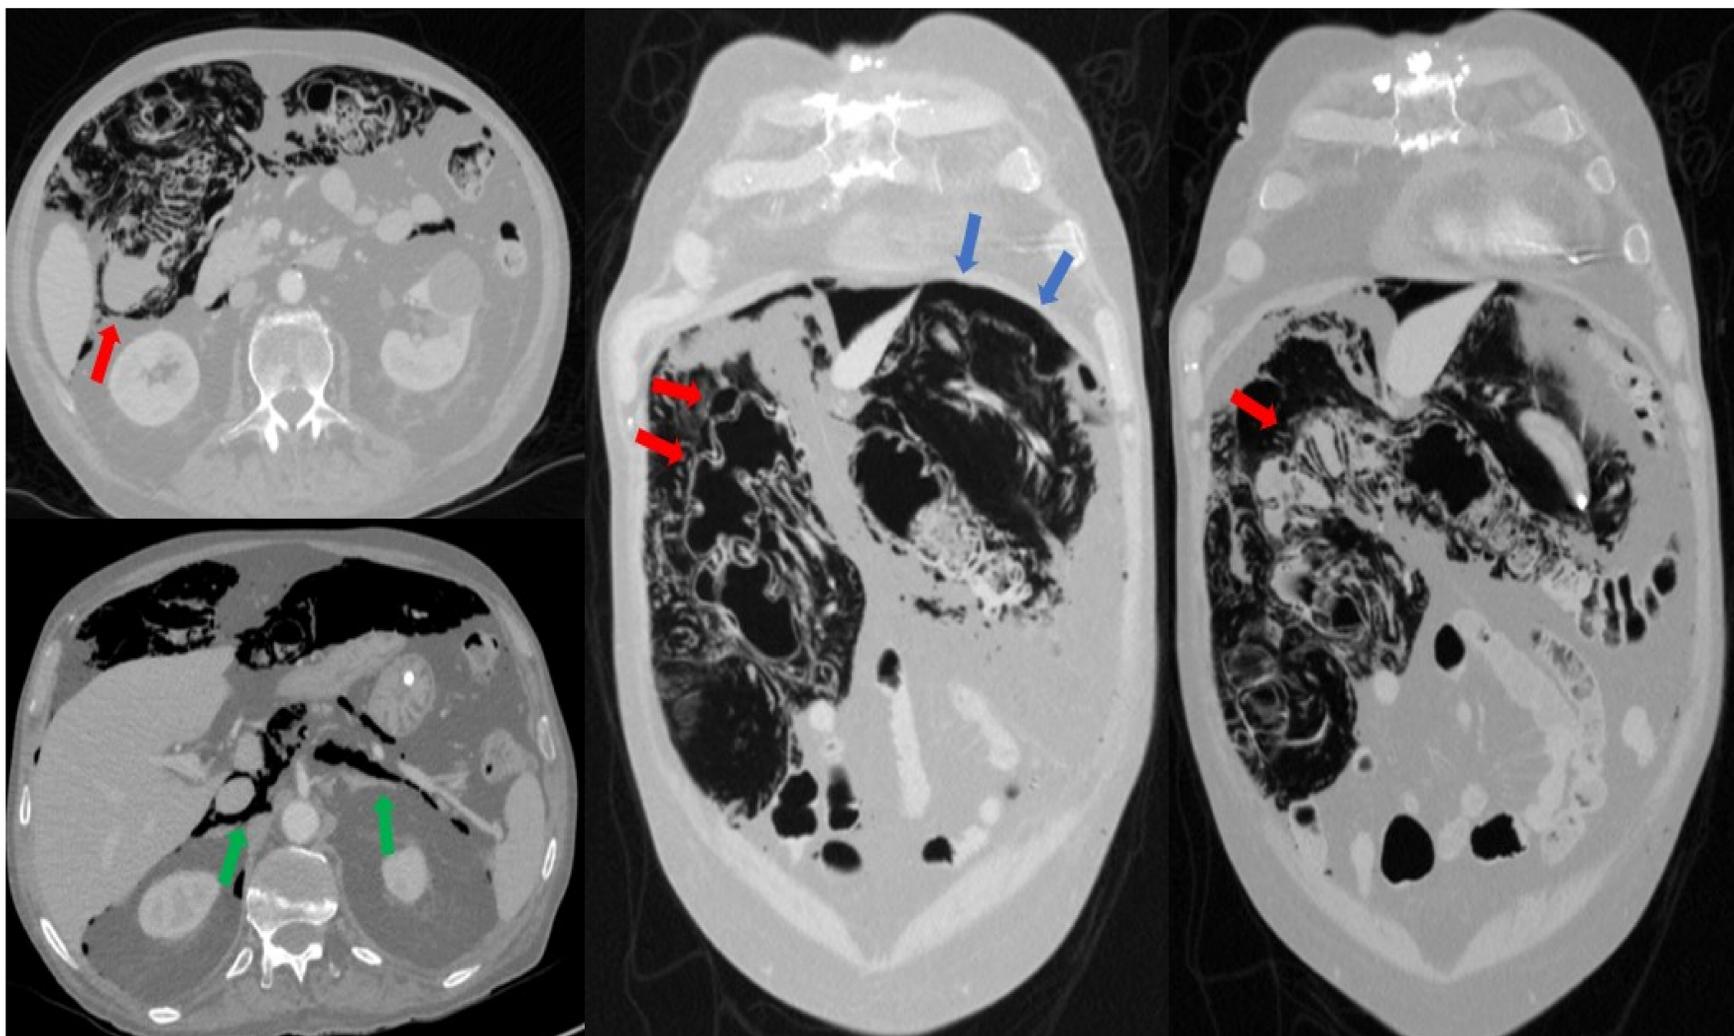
Hombre de 53 años con sepsis de origen respiratorio al que se le realiza TC abdomino-pélvico por presencia de molestias abdominales y diarrea de días de evolución. Extenso neumoperitoneo (flechas azules) y retroneumoperitoneo (flechas verdes) rodeando el colon transverso y colon derecho con presencia de múltiples imágenes aéreas en su pared en relación con neumatosis intestinal (flechas rojas). Ante la ausencia de hallazgos adicionales que sugiriesen una etiología grave (principalmente isquemia intestinal) y ante la ausencia de datos de alarma clínicos se decidió manejo conservador, presentando el paciente buena evolución posterior con resolución de los hallazgos en TC de control (no mostrado).
